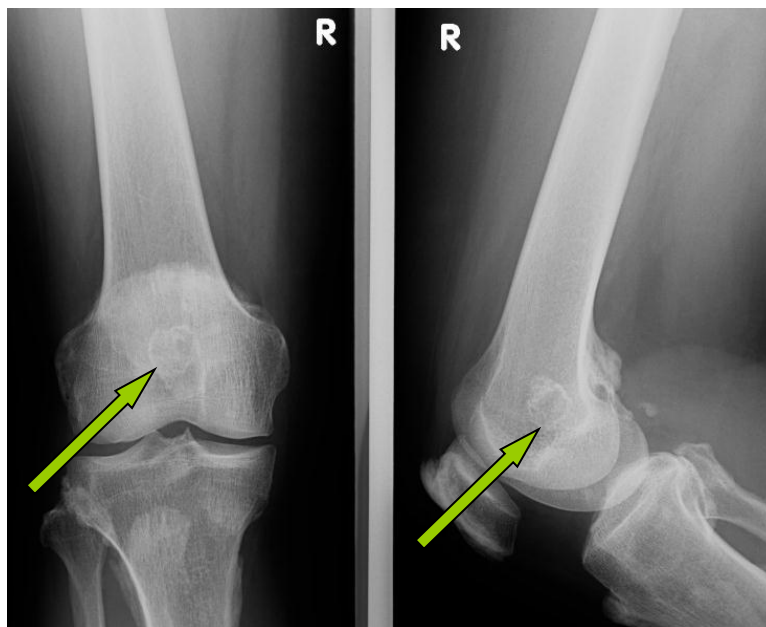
Рентгенограмма правого коленного в двух проекциях.
